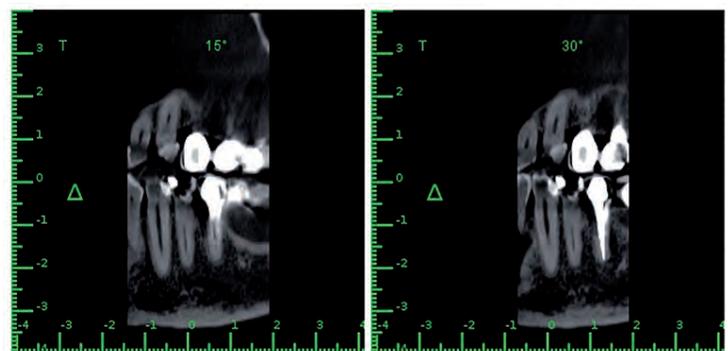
Tomografía computarizada de haz cónico de primer premolar inferior izquierdo con el canal parcialmente calcificado.
